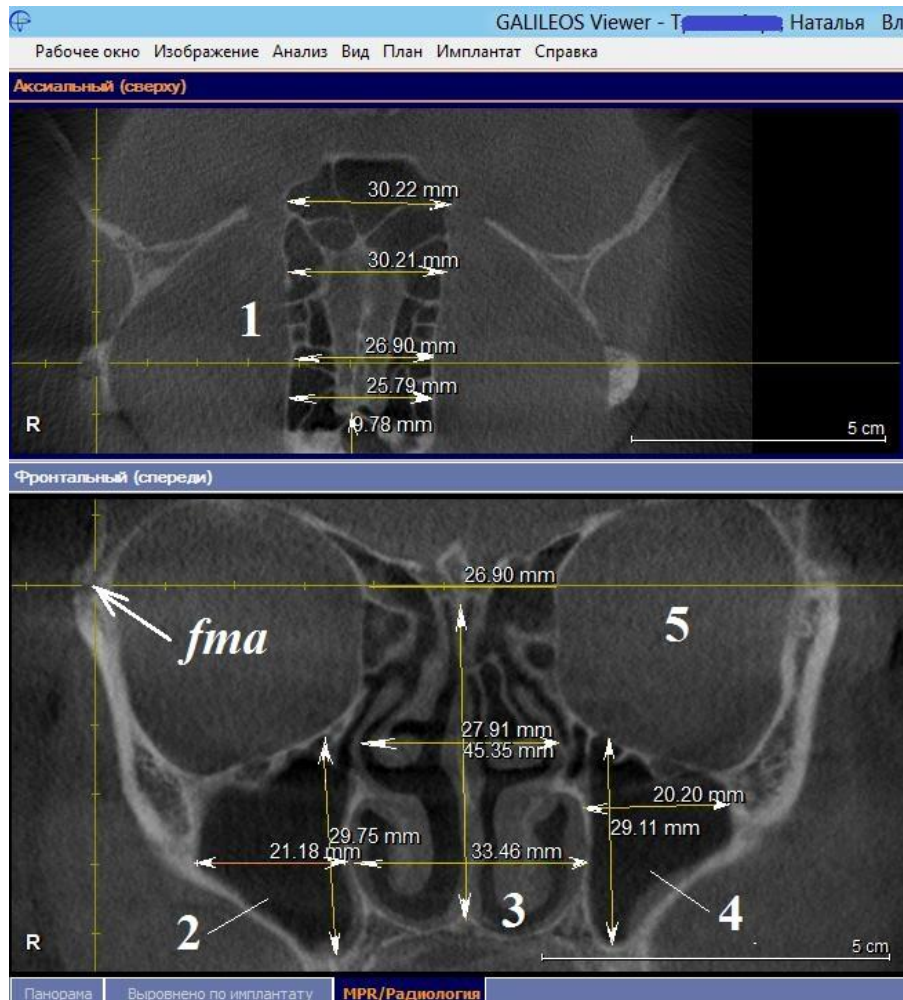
Точка *fma*. Пример измерений полостей верхнечелюстных пазух, полости носа и решётчатой кости по конусно-лучевой компьютерной томографии. Ширина решётчатой кости (1) в горизонтальном сечении. Максимальные ширина и высота полостей правой (2) и левой (4) верхнечелюстных пазух. Высота полости носа (3), от его основания до продырявленной пластинки решётчатой кости (или до основания петушиного гребня); ширина полости носа на уровне нижнего носового и среднего носового ходов. 5- левая глазница. Аксиальный и фронтальный реформаты (срезы). Окно «MPR/Радиология».
